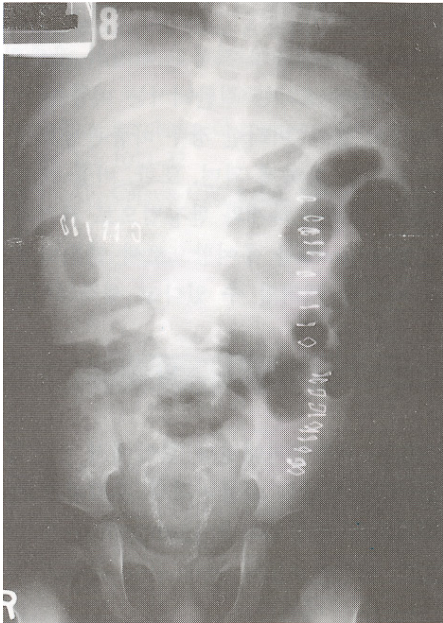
Simple abdomen X-ray shows normal bowel gas on left colon and rectum. Multiple stapplers are seen in second operation wound.
